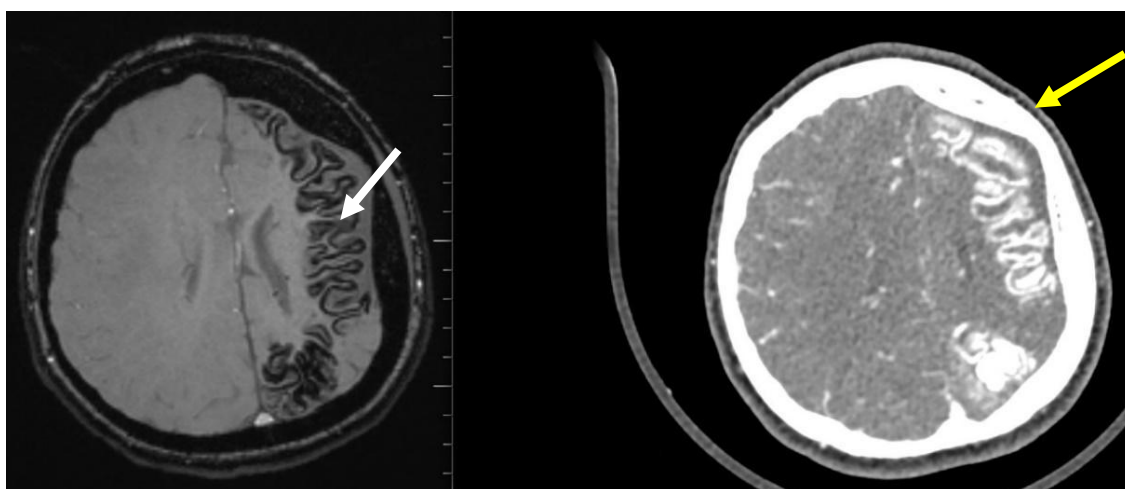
Энцефало-тригеминальный ангиоматоз слева (с-м Sturge-Weber). МРТ (слева) в SWI режиме, КТ (справа): унилатеральная атрофия вещества полушария, ангиоматоз мягкой мозговой оболочки, а также утолщение костей свода на стороне поражения (стрелки)
